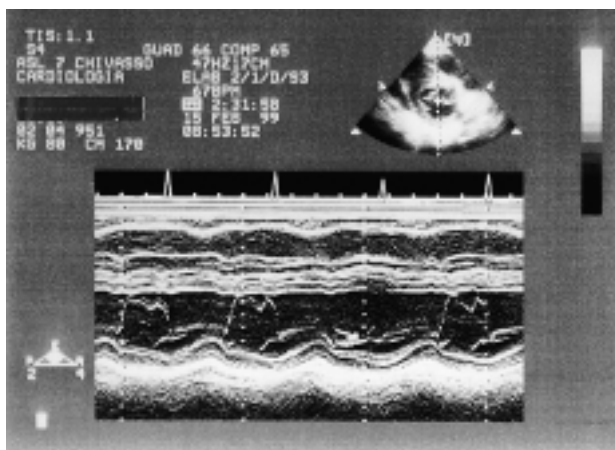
Ecocardiogramma M-mode con fascio ultrasonico a livello dei lembi mitralici. Nel terzo ciclo da sinistra è documentata una mancata apertura diastolica del lembo anteriore mitralico (freccia curva) e uno spostamento anteriore telediastolico del setto interventricolare da aumento episodico del riempimento ventricolare.
